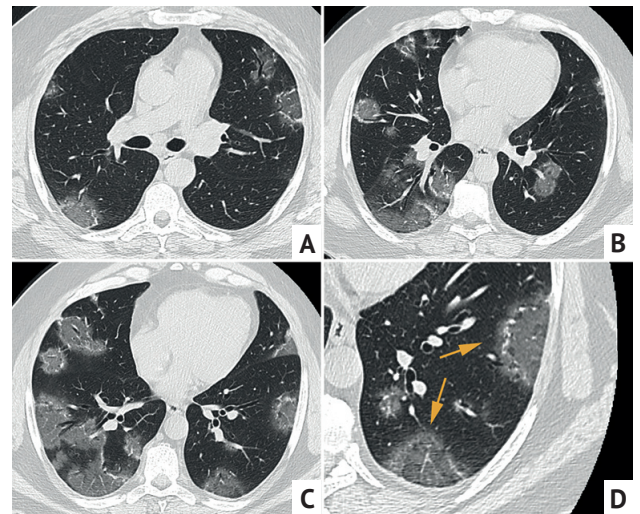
Компьютерная томограмма органов грудной клетки пациента, 41 год, с повреждением легких при COVID-19, аксиальные изображения (A–C) и увеличенный фрагмент левого легкого (D). В обоих легких уплотнения по типу «обратного венца» (стрелки) без распада. Вид уплотнений отличается от таковых при инфаркте, отсутствует характерная исчерченность на фоне «матового стекла», менее выраженный ободок консолидации
